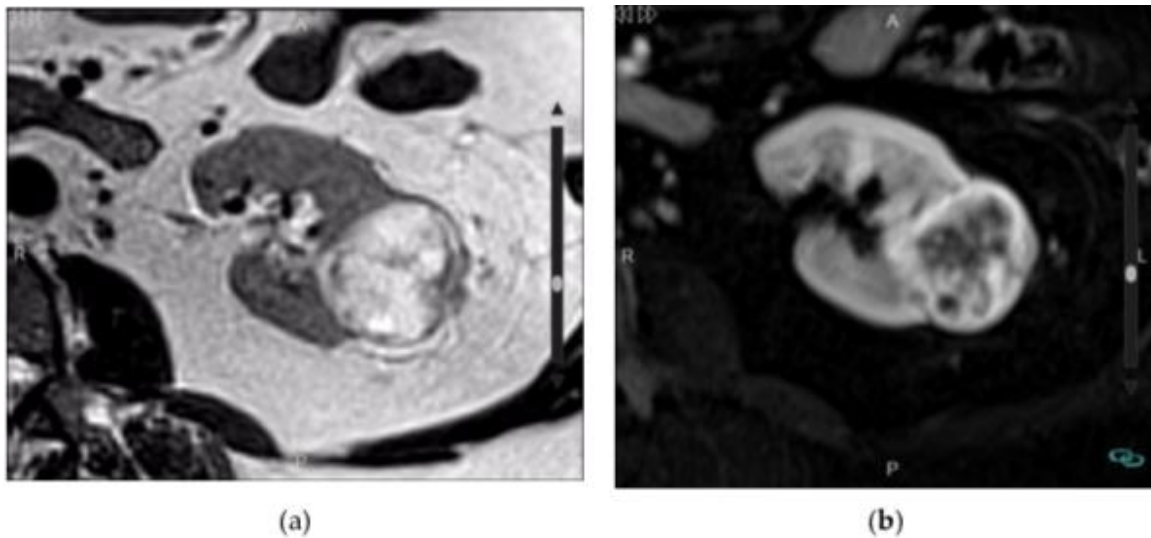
Image IRM d'un oncocytome (a) IRM axiale pondérée en T2 montre une masse nodulaire dans le rein gauche avec un signal hétérogène mais principalement hyperintense ; (b) l'image axiale pondérée en T1 avec prise de contraste montre un rehaussement hétérogène avec des zones intratumorales hypoéchogènes
